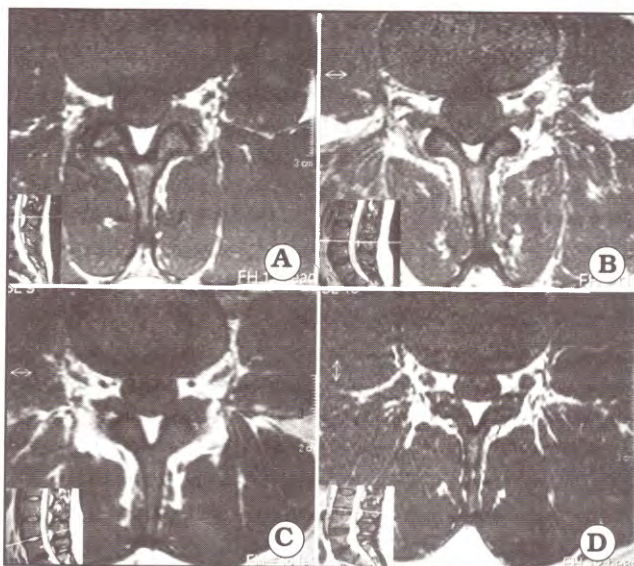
IRM axial ponderada en T1 que muestra la forma del hiato: A: curva, B: curva bífida, C: recta y D: difusa.
